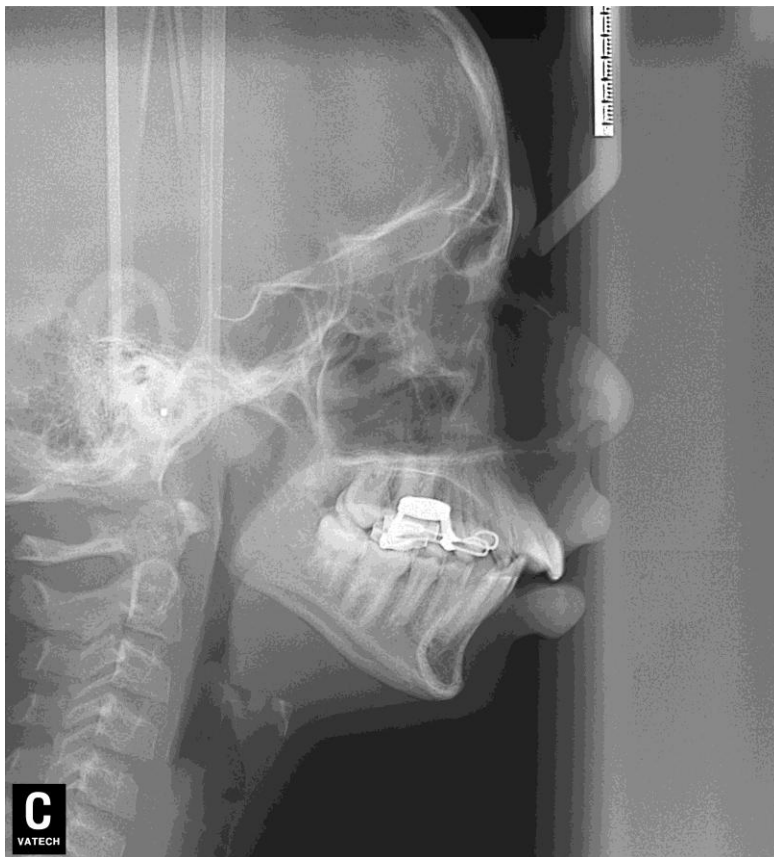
Telerradiografia pós ERM
